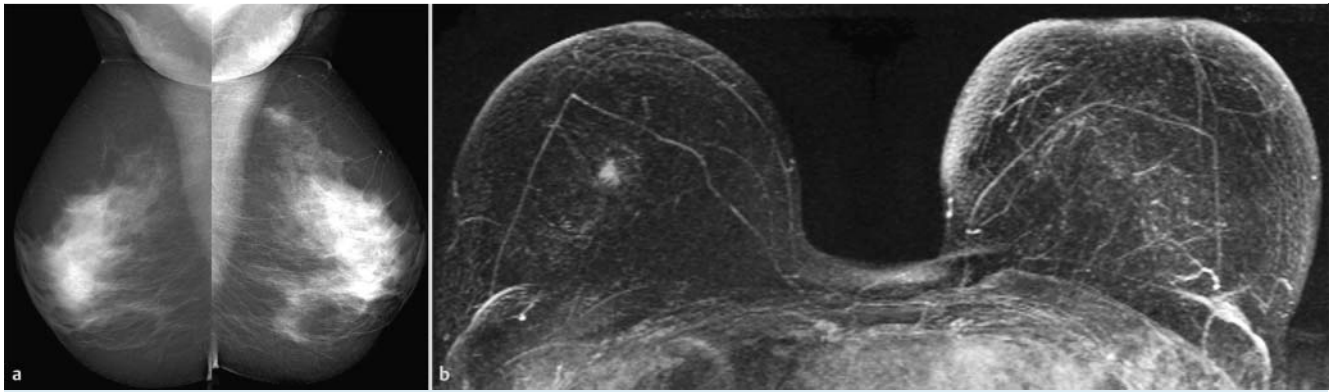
Kleines Mammakarzinom (pT1bpN0) rechts zentral. a Unauffälliger Befund in der Mammografie (Dichtetyp ACR IV). b Karzinomnachweis in der Mamma-MRT (MIP-Darstellung) bei Dichtetyp I und Artefaktstufe I. Sonografie und Second-Look-Sonografie (jeweils ohne Abbildung) unauffällig.
